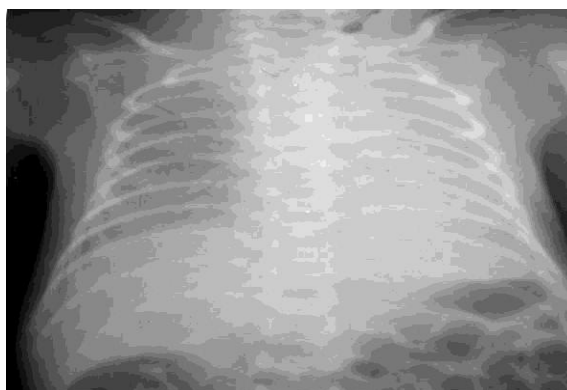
Рентгенограмма ребенка С., 17 дней. Срок гестации 36-37 недель. Нижнедолевая пневмония слева. Субтотальное гомогенное затемнение левого легкого. Воздушность правого легкого снижена. Единичные очаговые тени в правом легком. III степень тяжести СДР
